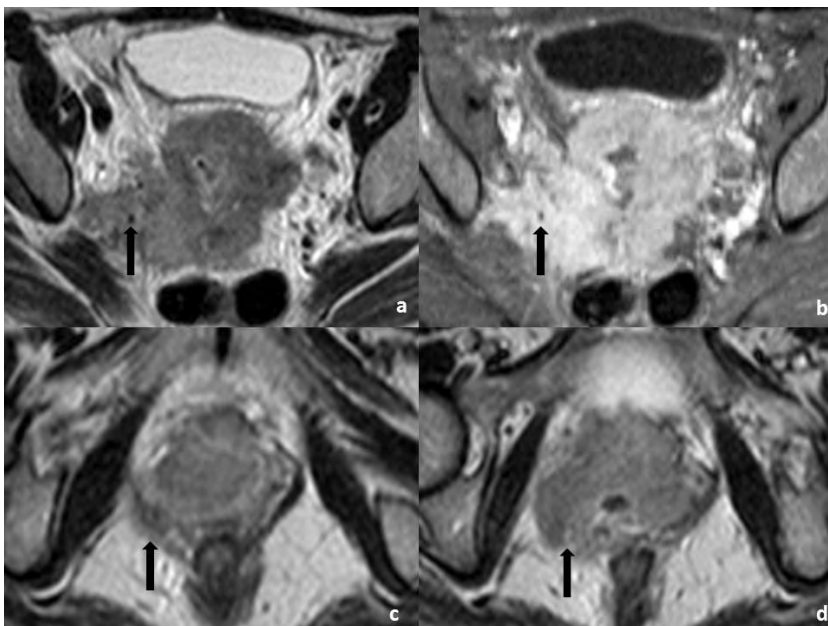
Mulher de 50 anos, com tumor do colo do útero estágio IVA. A RM de estadiamento revela volumoso tumor do colo com invasão da bexiga, do músculo elevador do ânus direito e da parede pélvica homolateral. No plano axial é visível a invasão da parede pélvica, com envolvimento dos vasos ilíacos internos direitos (seta), quer em sequência ponderada em T2 (a) quer em T1 com supressão e gordura e após administração de gadolínio (b). A um nível mais inferior, é visível a invasão do músculo elevador do ânus direito (seta), com perda do habitual sinal do músculo em T2 (c e d).
